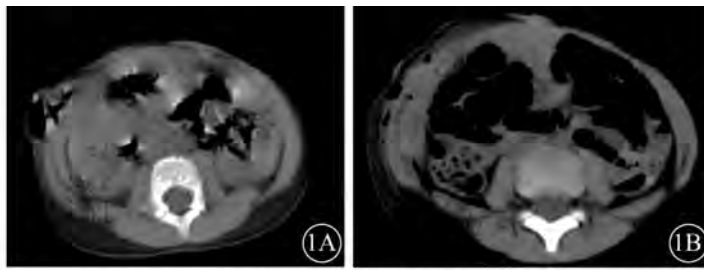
急性型TAWH。高处坠落伤。1A: CT示含气肠管通过右侧腹壁缺损向外疝出; 1B: 术后肠管回纳
